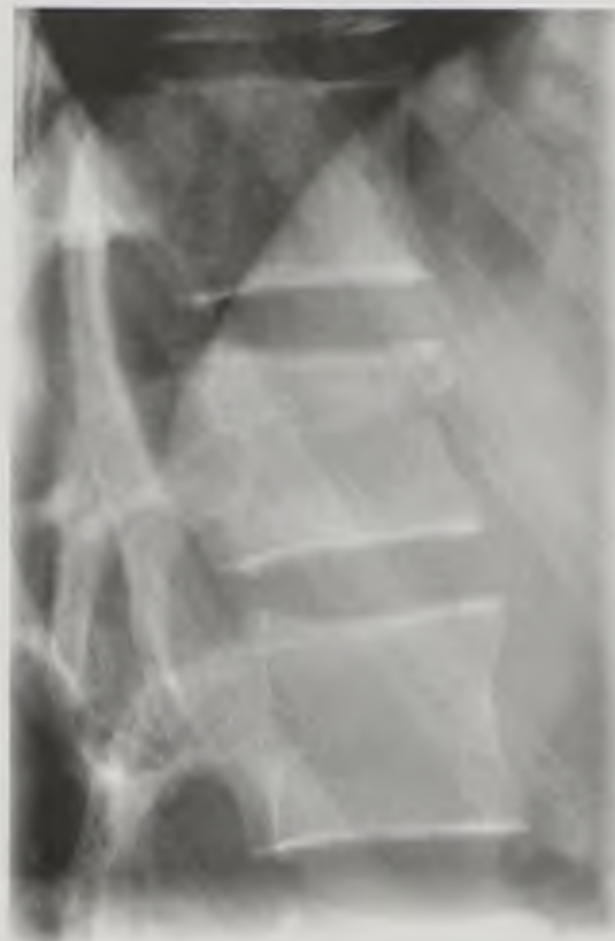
Прицельная рентгенограмма. Компрессионный перелом позвонка Th_x
